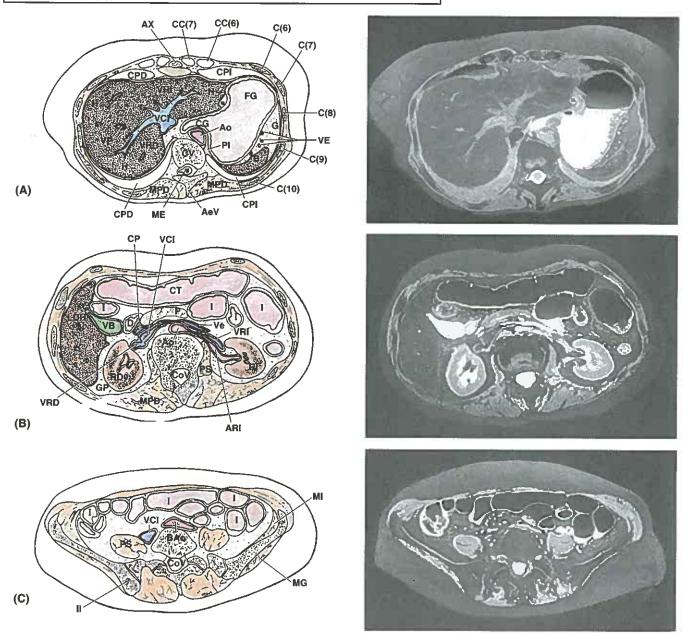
Imágenes transversales de resonancia magnética del abdomen. A. A nivel de la vértebra T10 y el hiato esofágico. B. A nivel de las vértebras L1-2 y de los vasos renales y el hilio renal. C. A nivel de la vértebra L5 y de la bifurcación aórtica. (Cortesía del Dr. W. Kucharczyk, Professor of Medical Imaging, University of Toronto, and Clinical Director of Tri-Hospital Resonance Centre, Toronto, ON, Canada.)
